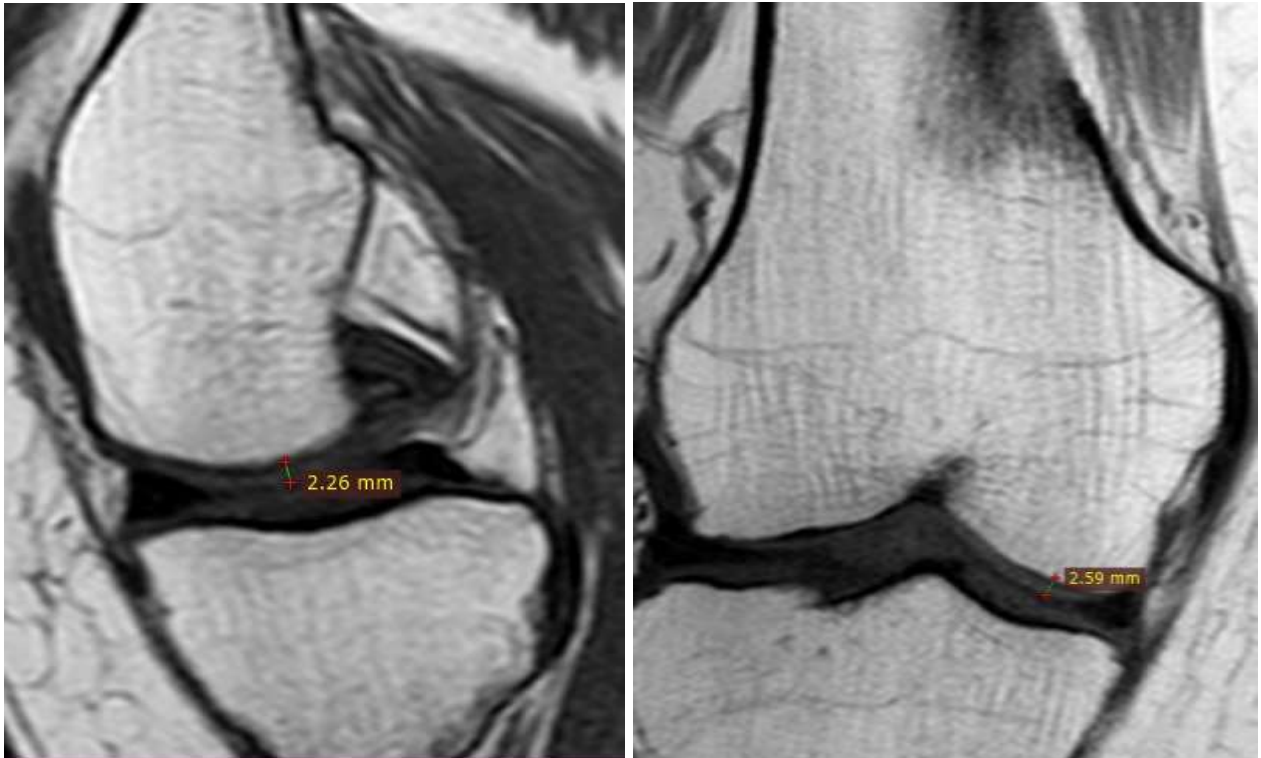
МРТ хворої Д., фронтальний та сагітальний зрізи після лікування.
